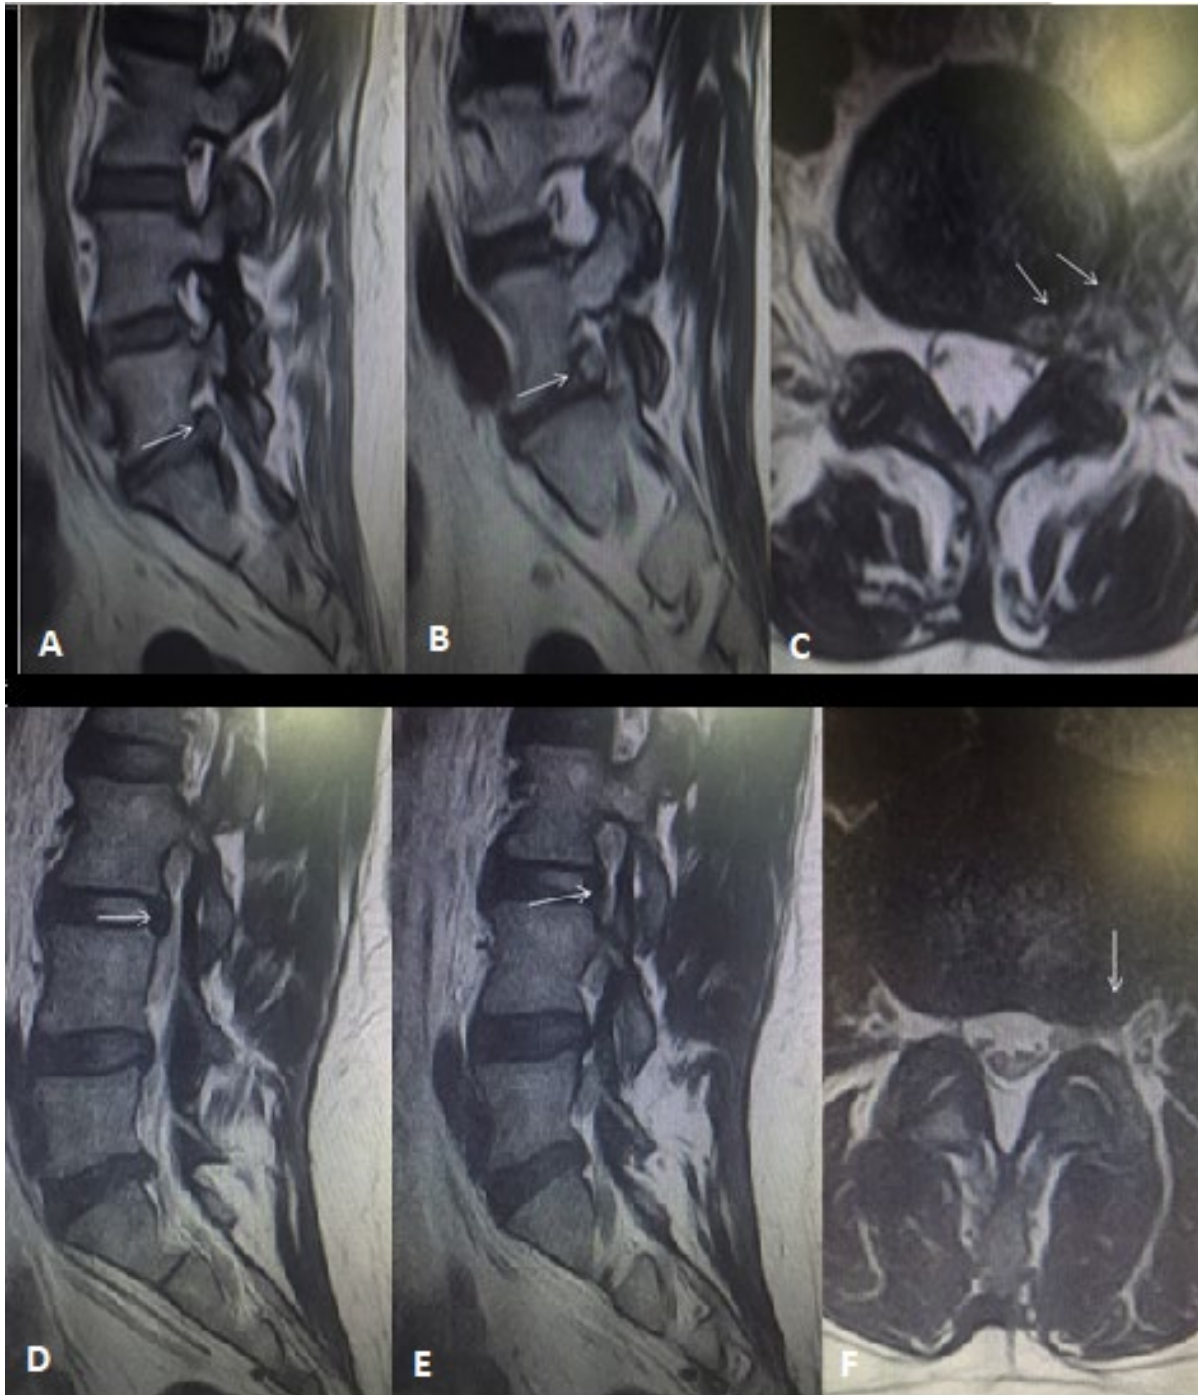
Imágenes de resonancia magnética simple de columna lumbosacra. A) corte sagital, B) corte parasagital izquierdo, C) corte axial. Se aprecia gran hernia discal extraforaminal L5-S1 izquierda (flechas blancas) comprimiendo y desplazando la raíz saliente de L5 izquierda. D) corte sagital, E) corte parasagital izquierdo, F) corte axial. Se aprecia hernia discal L3-L4 (flechas blancas) a nivel extraforaminal haciendo contacto con la raíz de L3 izquierda. Fuente: Figura: Imagen de los autores
